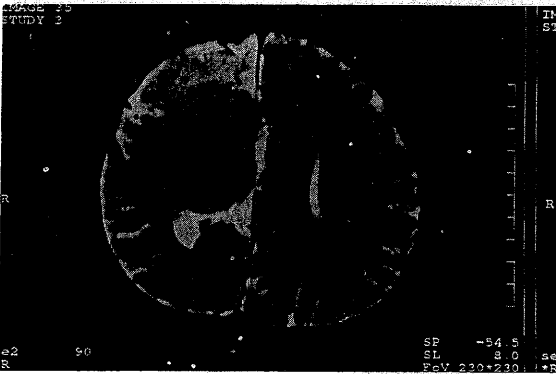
T<sub>2</sub>-weighted MR image also shows that the lesion is isointense compared to the gray matter.
